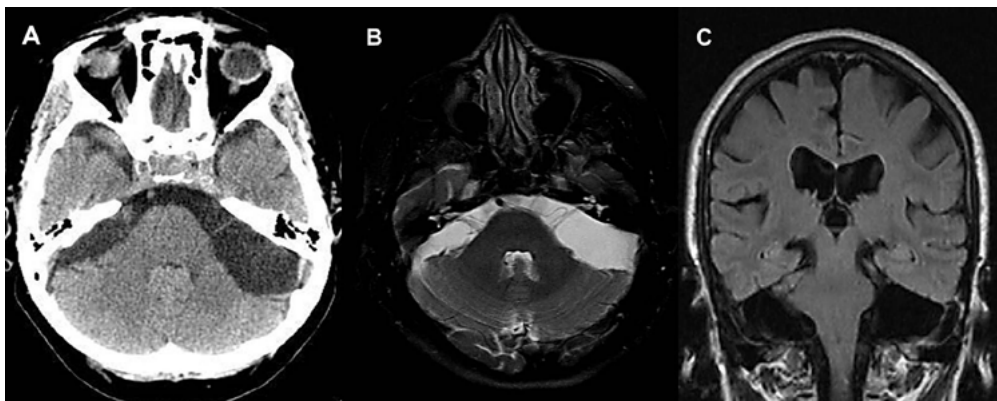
A). TC craneal: aumento del espacio extraaxial infratentorial en ambas fosas cerebelosas; B y C). RM cerebral, secuencias T2 axial y T1 coronal, respectivamente. Quistes aracnoideos bilaterales situados en ambos ángulos pontocerebelosos.
